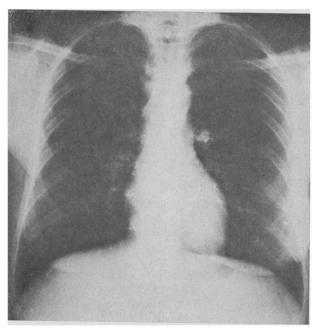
Radiographie pulmonaire après guérison.
